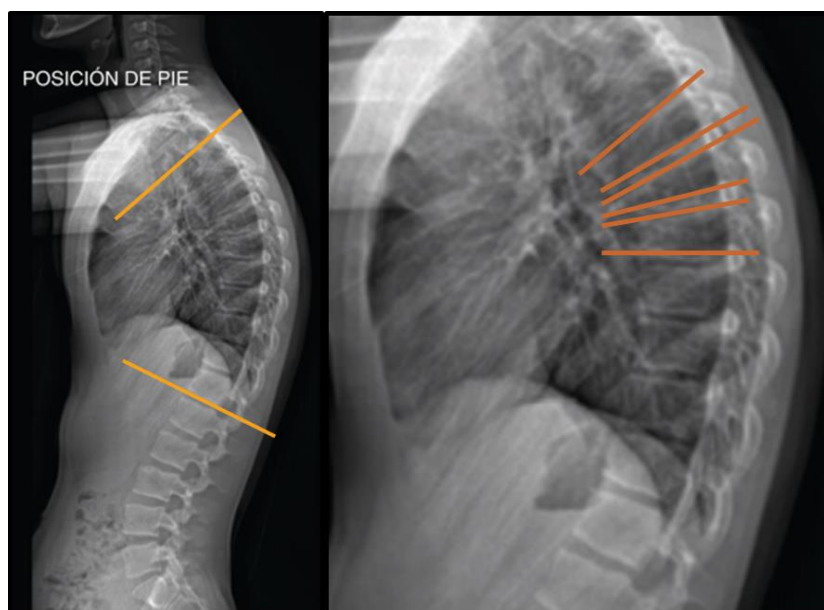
Radiografía 30°90 en proyección lateral donde se encuentra una hiper cifosis de 55° con ápex en T5 y el acuñamiento anterior de tres vértebras.
